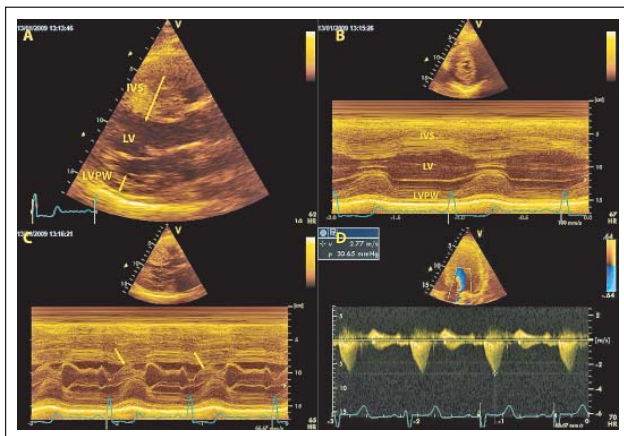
„Klassische“ echokardiographische Kriterien einer HCM mit asymmetrischer Septumhypertrophie (LVPW: IVS > 1: 1,3/1,5) in B-Bild (A) und M-Mode (B), SAM („systolic anterior movement“) in Teil C (Pfeile) sowie erhöhter Geschwindigkeit im linksventrikulären Ausflusstrakt und spätem „Peak“ (D).
